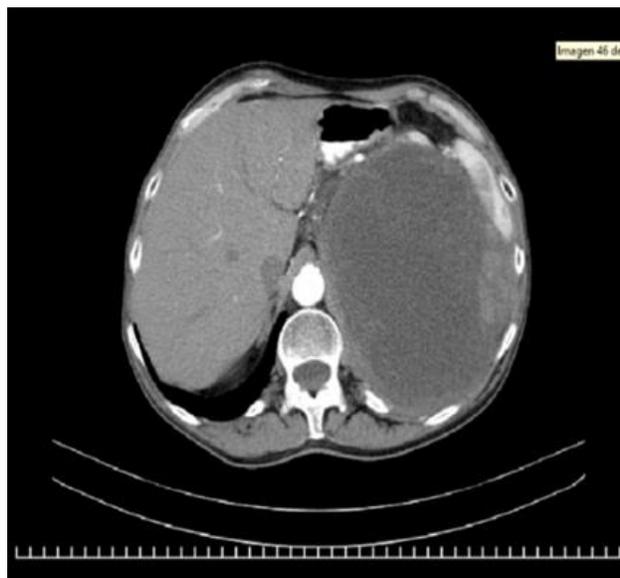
Tomografía axial computarizada de abdomen. Obsérvese el tumor retroperitoneal gigante y compresión esplénica.
